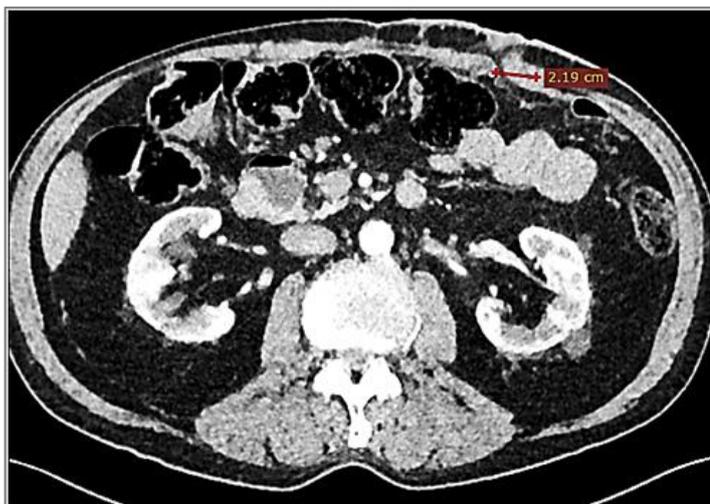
КТ-томограмма пациента С. через 2 года после операции
